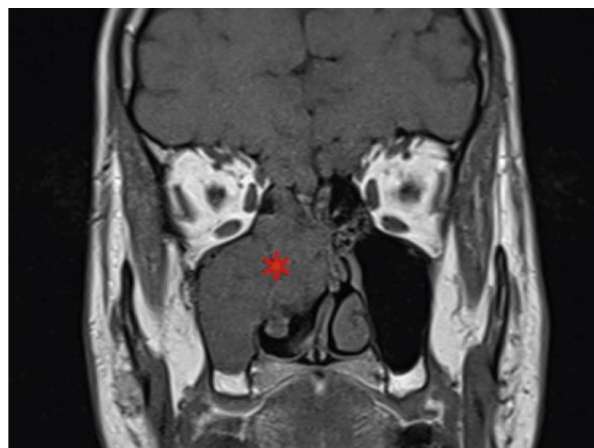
RM frontale in sequenza T1 di SNLEC in seno sfenoidale destro.
